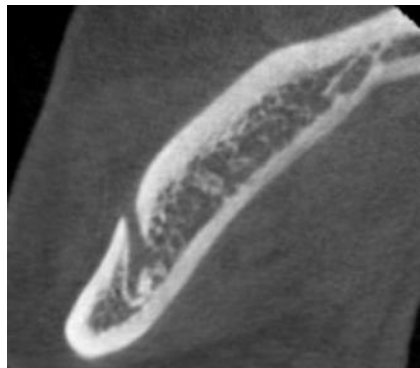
Presencia del bucle del mentoniano en corte axial oblicuo de CBCT.
